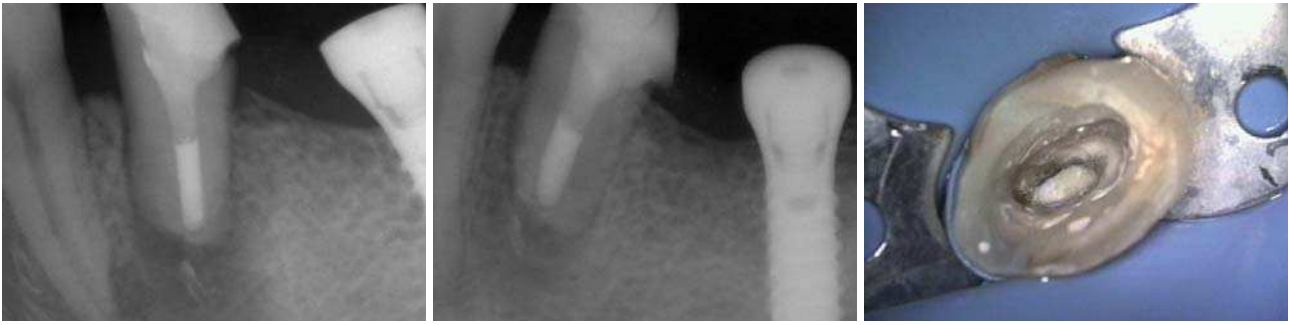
Kontrollröntgenbild nach apikalem MTA Verschluss und Wurzelfüllung. – Abb. 5: Das Röntgenbild nach einem Monat zeigt eine deutliche Verbesserung der Situation. – Abb. 6: Klinische Aufnahme des apikalen Verschlusses mit MTA.
